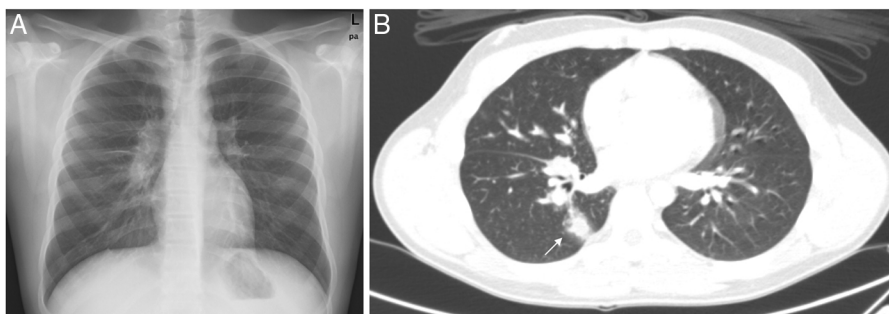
A) Radiografía de tórax: adenopatías hiliares bilaterales y paratraqueales. B) TAC de tórax: adenopatías mediastínicas e hiliares, fundamentalmente derechas. Nódulo parenquimatoso derecho de 15 mm (flecha) con halo en vidrio deslustrado y un tracto en conexión con el hilio.
